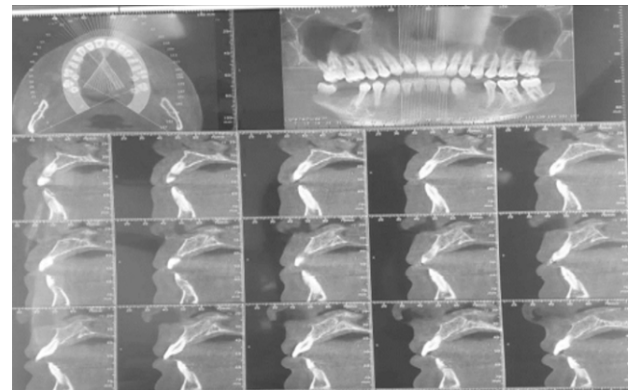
Le cone beam de la patiente
